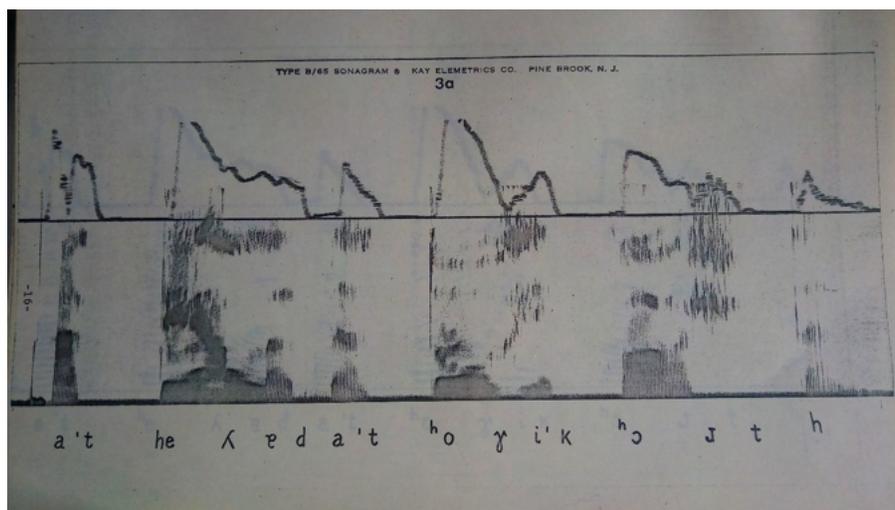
Sonograma de "A telha da torre cort(a)".
